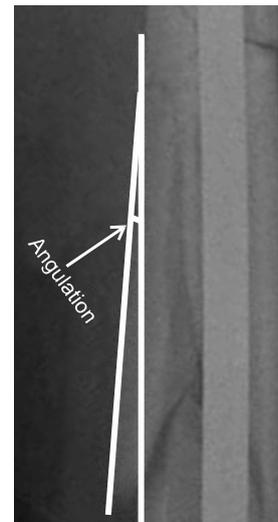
The degree of angulation of butterfly fragments were measured by angle between parallel line of shaft cortex and main fragment cortex on AP or Lateral radiograph.
